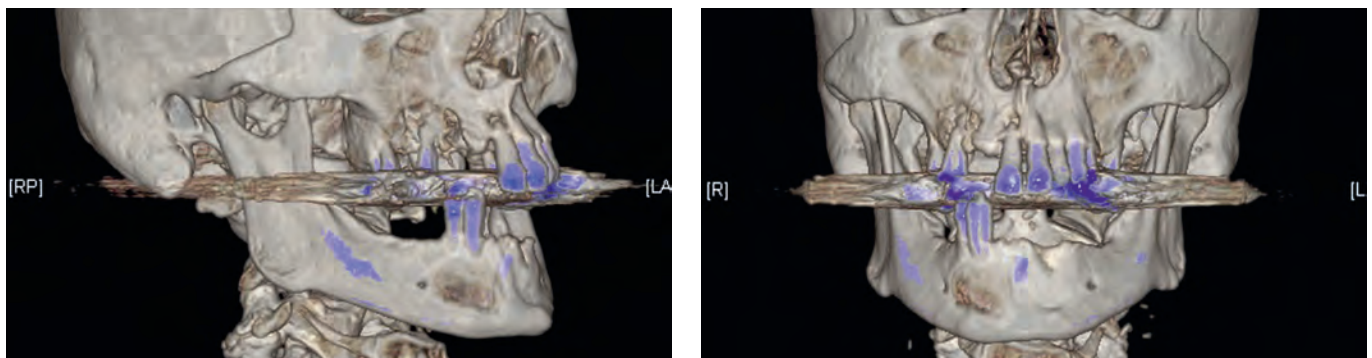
In der 3-D-Rekonstruktion des CT-Datensatzes zeigen sich die Destruktion der fazialen Kieferhöhlenwand rechts und die zystische Ausdehnung im UK.
